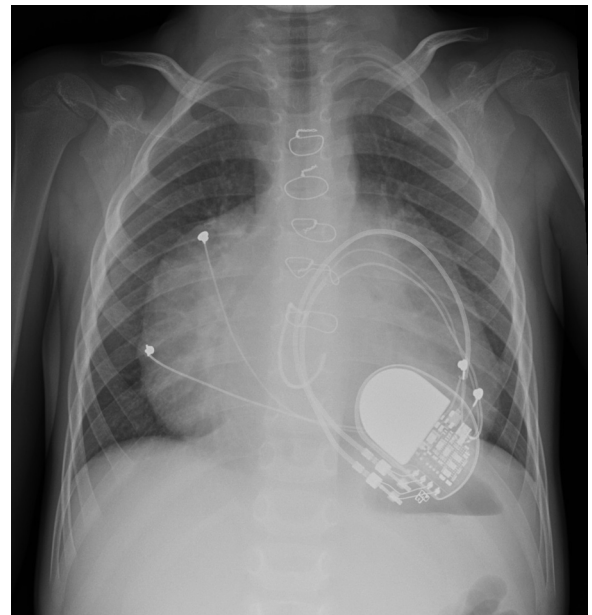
Radiografía de tórax posteroanterior. Cardiomegalia con predominio de aumento de cavidades derechas. Sistema de marcapasos DDD epicárdico normoposicionado.
